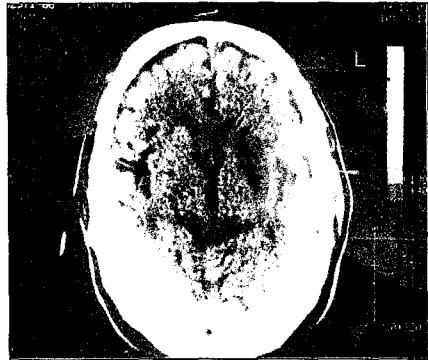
발병 초기의 뇌전산화 단층촬영(제3뇌실 부위)
